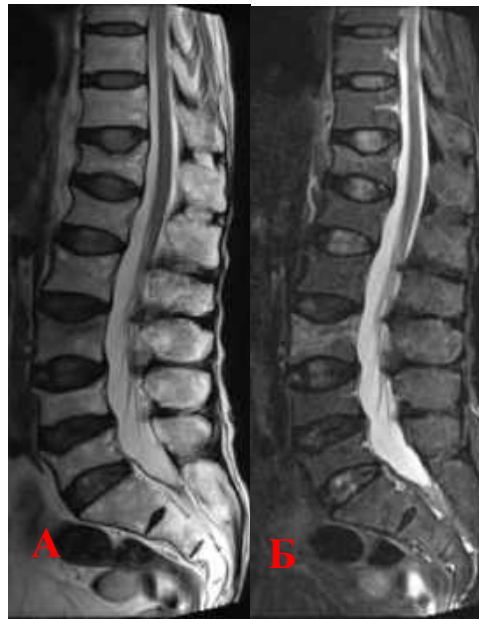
Спостереження №93, пацієнтка Б-ан, 75 років, історія хвороби №243/2, 2016 р. МРТ поперекового та нижньо-грудного відділів хребта. На фоні множинних консолідованих переломів виявлено 2 нових гострих ОКПХ на рівнях L3 (Genant I) та Th12 (Genant III). А — МРТ поперекового відділу хребта в T2-WI. Б — МРТ поперекового відділу хребта в FLAIR.
